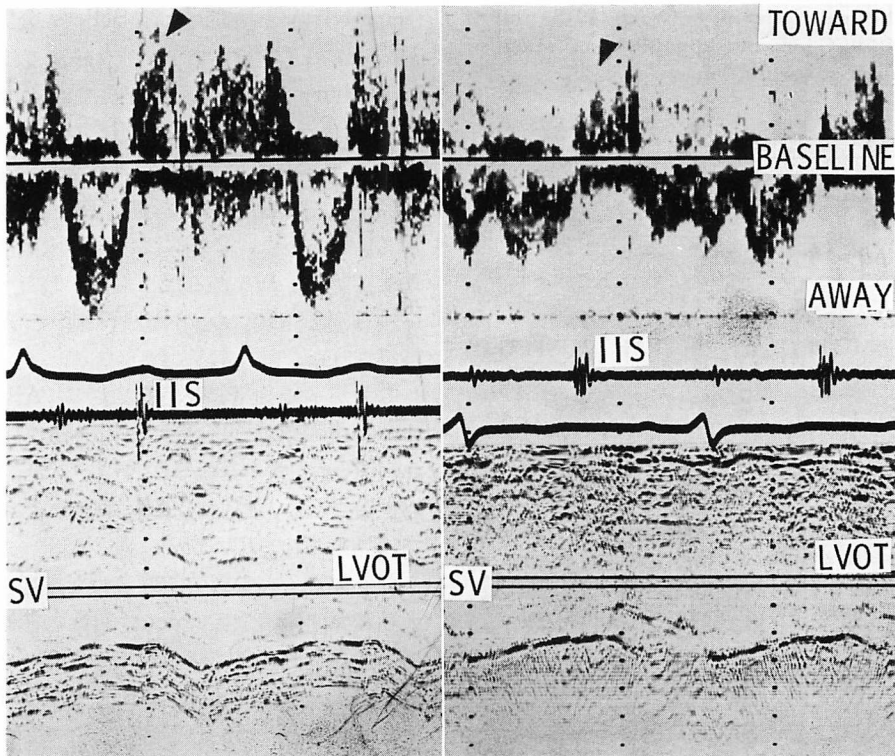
Aortic regurgitation diagnosed by pulsed Doppler echocardiography in two cases of aortic valve replacement.
